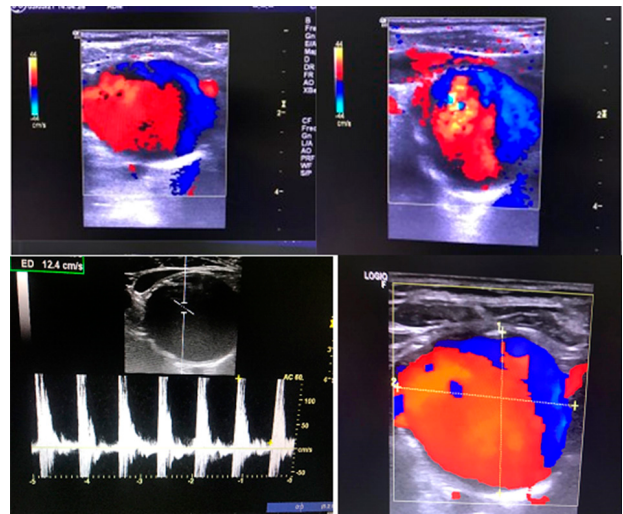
Eco Doppler de vasos del cuello. A (superior izquierda): ecografía bidimensional que confirma aneurisma del TBC. B (superior derecha): Doppler color: flujo azul y rojo bidireccional en Yin Yang. C (inferior izquierda): Flujo Doppler con onda monofásica alterada a nivel del aneurisma. D (inferior derecha): ecografía bidimensional donde se observan placas fibrolipídicas y medidas del aneurisma
